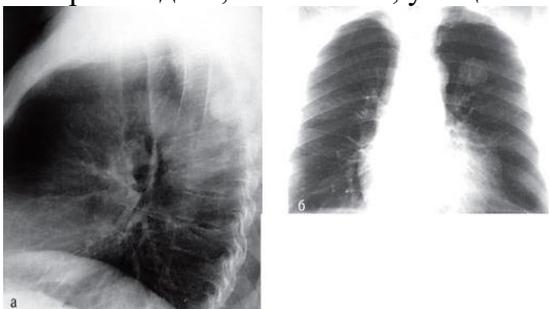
Рентгенограмма органов грудной клетки больного, 67 лет, в 2 проекциях (а, б)
